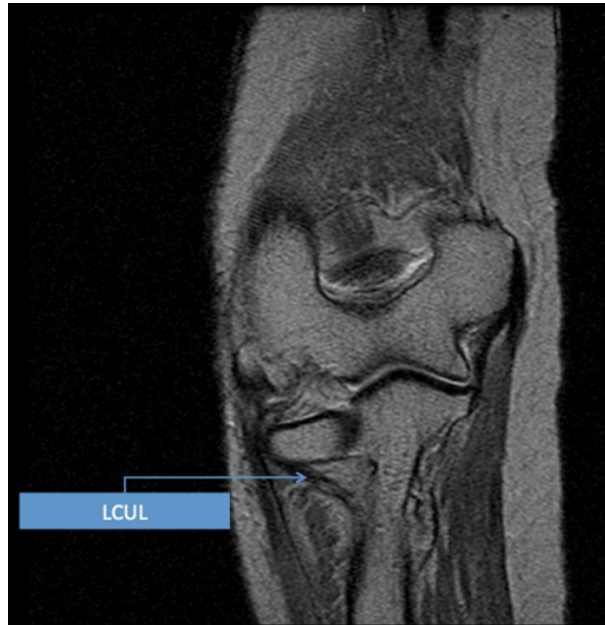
Imagen por resonancia magnética. Corte en el plano coronal oblicuo recomendado por la literatura. Se marca el trayecto del LCUL a su llegada a la cresta del músculo supinador.
